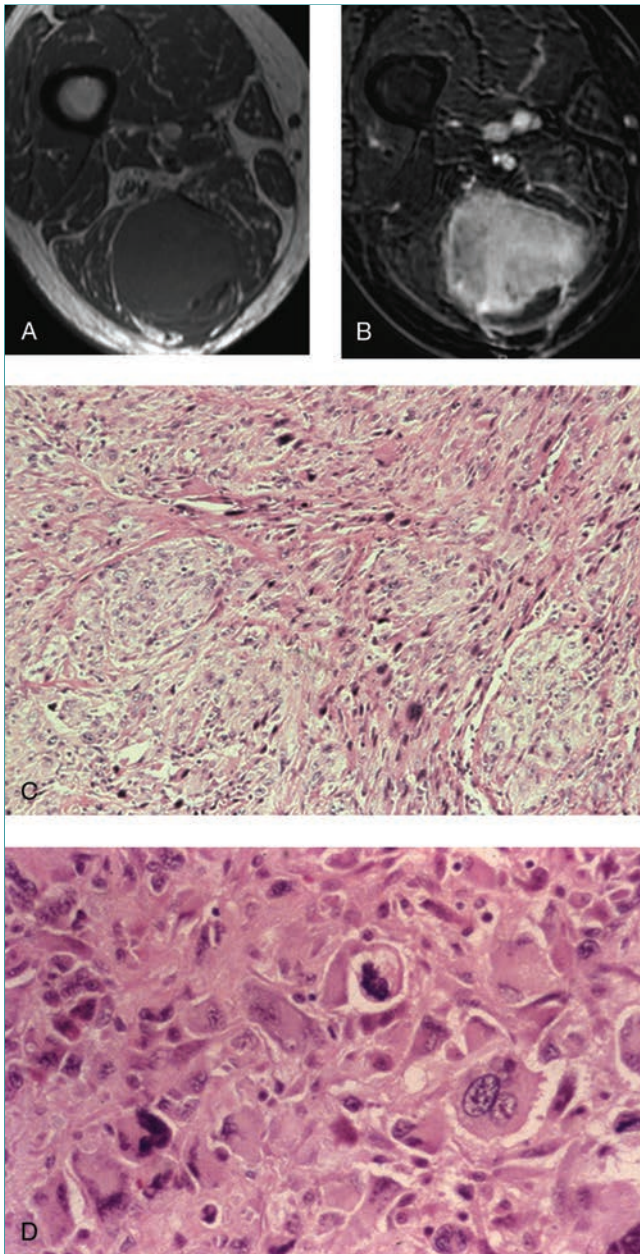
Sarcoma pleomórfico indiferenciado en un hombre de 68 años de edad que se presentó con una masa no dolorosa de partes blandas en el muslo posterior derecho. La RM axial potenciada en T1 (A) la RM potenciada en T2 poscontraste (B) muestran una masa de apariencia indeterminada; se requiere una biopsia. C, La imagen histológica de bajo aumento revela un patrón estoriforme con células tumorales pleomórficas extrañas y haces de colágeno hialinizados consistentes con sarcoma pleomórfico indiferenciado. D, La imagen histológica de mayor resolución revela un tumor de células anaplásicas, células multinucleadas y figuras mitóticas.
